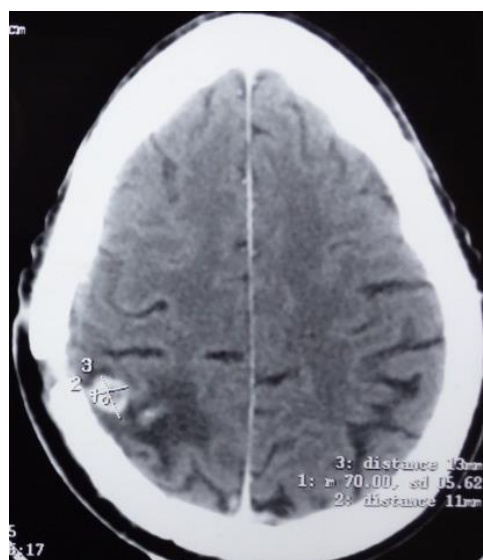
TDM cérébrale de contrôle à objectivé une petite récurrence tumorale*
